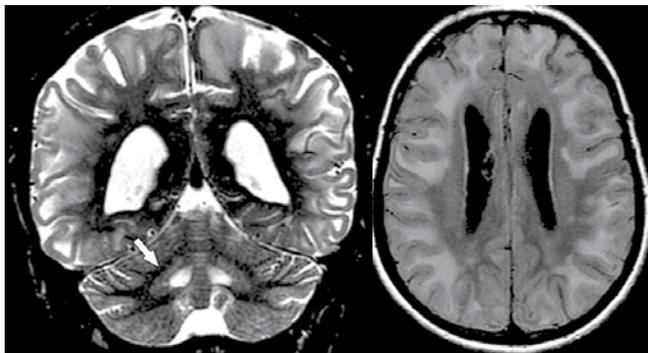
Томограммы пациента с L-2-гидроксиглутаровой ацидурией
